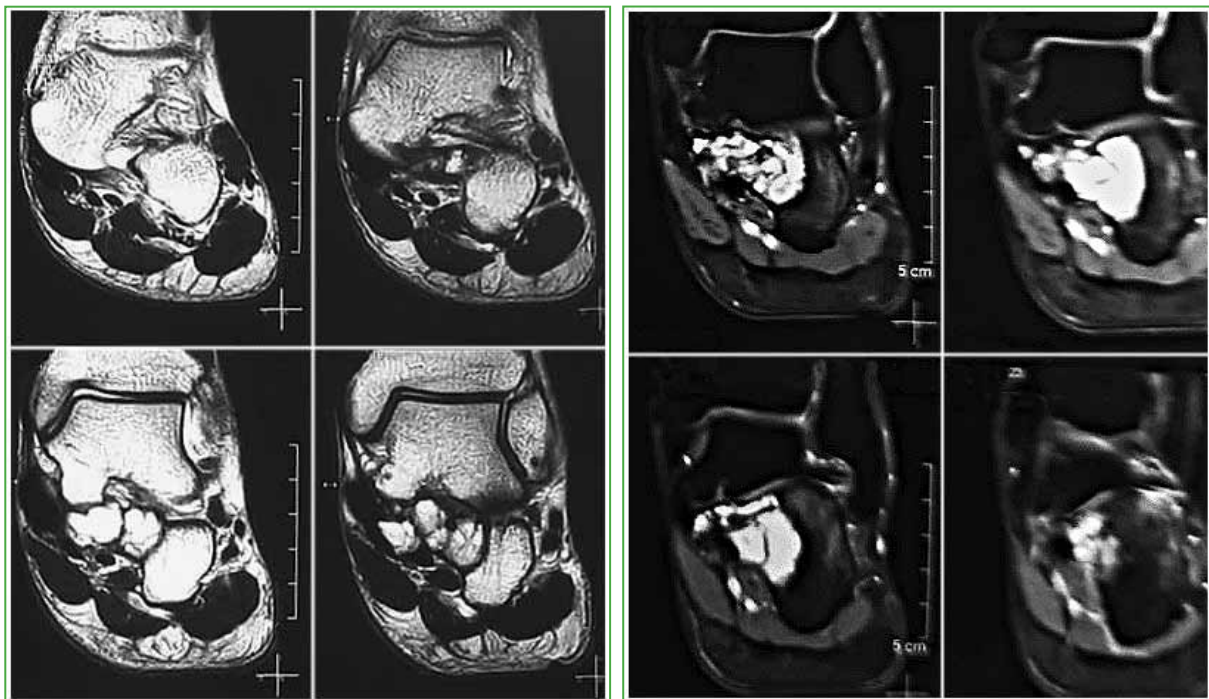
Resonancia magnética de pie izquierdo, sin contraste, cortes coronales. Se observa una imagen poliquística, polilobulada, con niveles líquidos, que no supera las corticales del calcáneo izquierdo.
